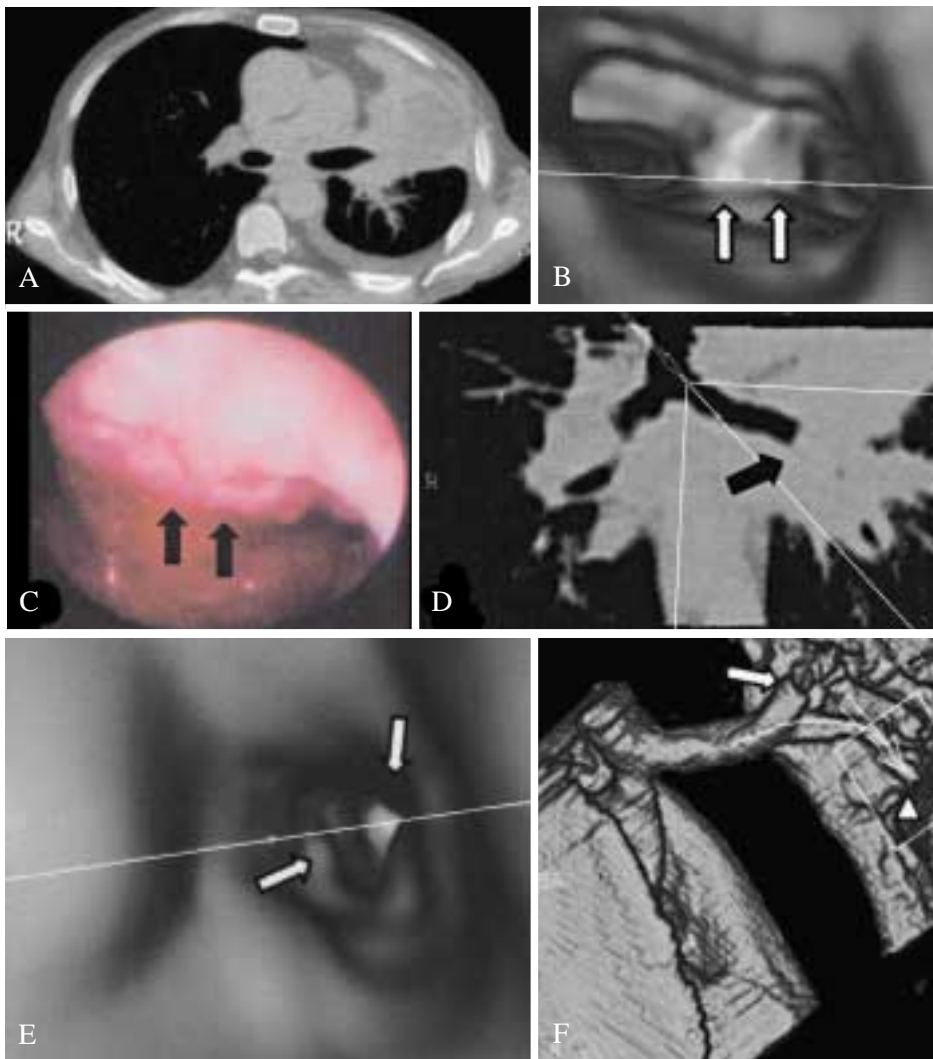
A) Nell'immagine assiale TC con mezzo di contrasto e.v. si apprezza una neoformazione solida con ampia componente necrotica, in sede lobare superiore sinistra che causa completa stenosi del bronco lobare superiore. B) L'immagine endoscopica virtuale mostra lo slargamento della carena, segno di infiltrazione neoplastica, con elevata corrispondenza con (C) l'immagine fibrobroncoscopica (freccie). D, E) L'immagine multiplanare sul piano coronale e quella endoscopica virtuale documentano l'infiltrazione del bronco principale e la stenosi tumorale del bronco lobare superiore sinistro (freccie). F) L'immagine 3D conferma l'infiltrazione del bronco lobare superiore sinistro (freccia) e dimostra la pervietà del bronco lobare inferiore omolaterale (testa di freccia).
